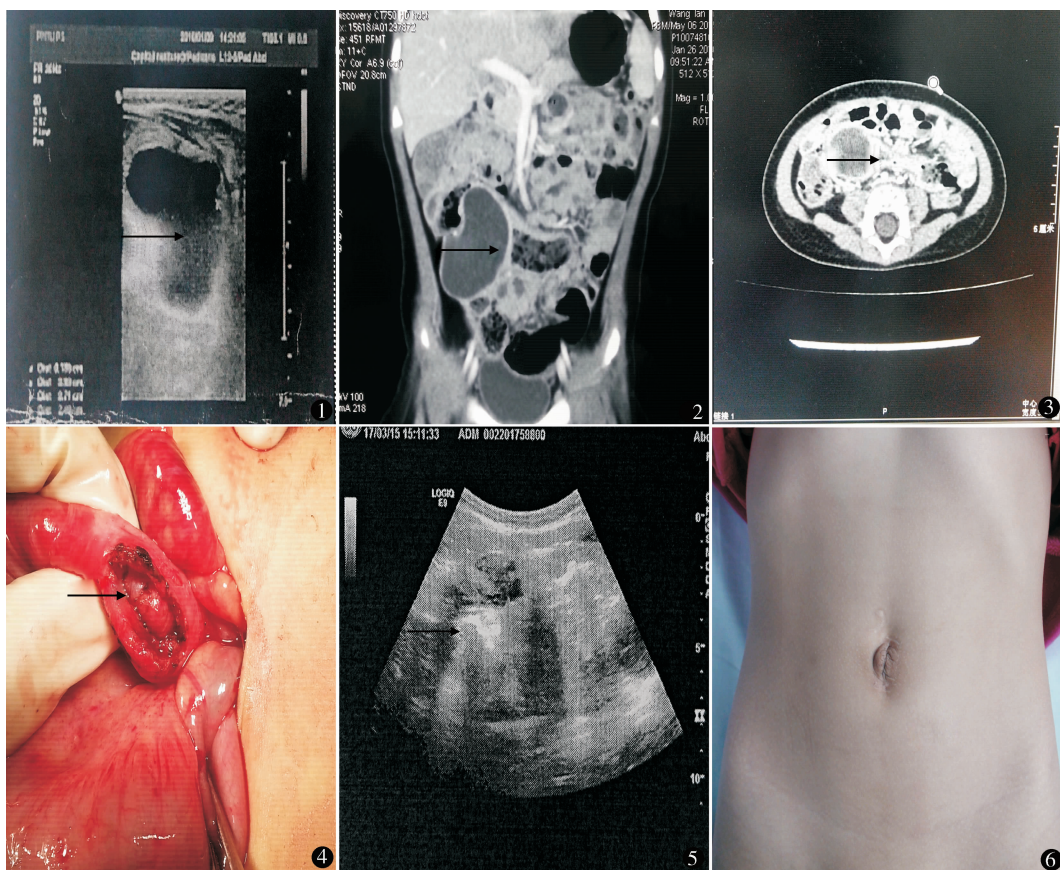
B 超示回盲部囊性占位,3 cm × 4 cm × 5 cm 大小 图 2 CT 示回盲部囊性占位 图 3 CT 示回盲部囊性占位 图 4 回盲部囊肿黏膜剥除后 图 5 术后复查 B 超无复发 图 6 术后 6 个月脐部切口
